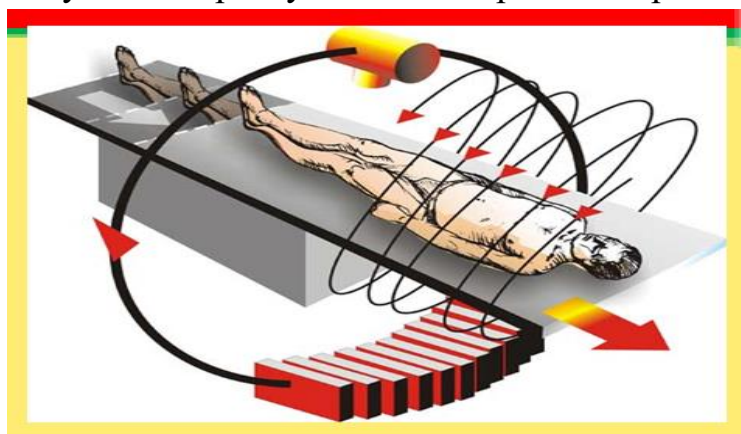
Рентгенівські промені комп'ютерного томографа
